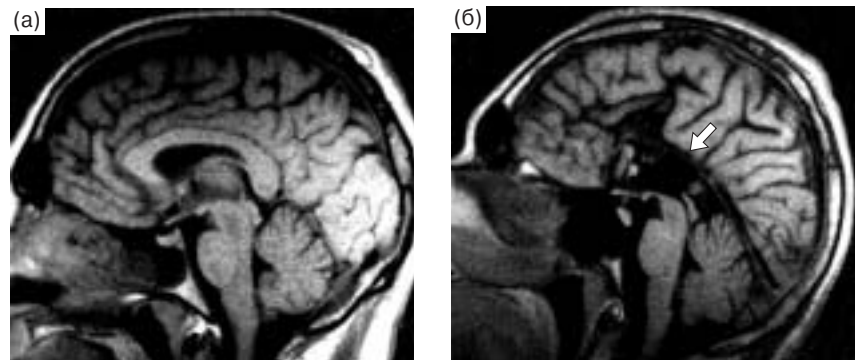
а – нормальная МРТ. Срединный сагиттальный срез в режиме T1. Четко определяются все отделы мозолистого тела – rostrum, genu, body, splenium. б – агенезия мозолистого тела у обследованного пациента. Срединный сагиттальный срез в режиме T1. Отмечается полное отсутствие всех отделов мозолистого тела (стрелка).
